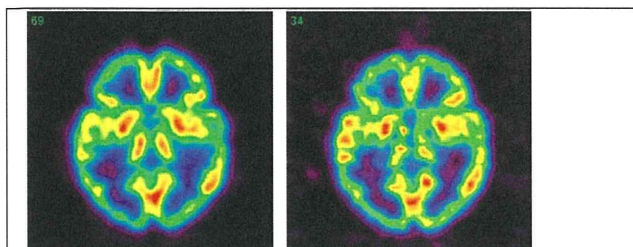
脳ファントムのSPECT画像。左図：Tc-99mを満たして得られた画像、右図：I-123を満たして得られた画像。
